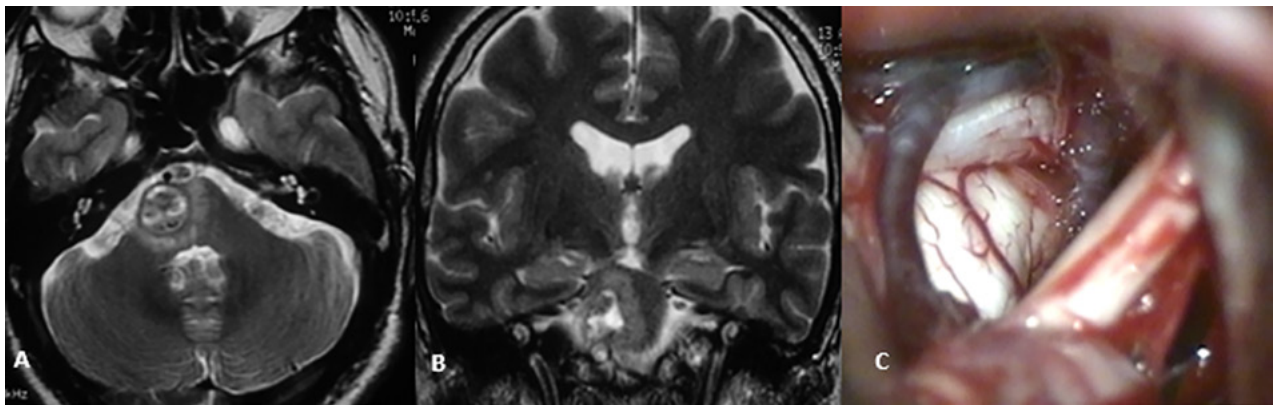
RM ponderación en T2, proyección axial (A) y coronal (B) donde se evidencia cavernoma Zabramski II localizado a nivel del puente, lateralizado hacia la derecha. Imagen intraoperatoria de mismo paciente (C) con evidencia de lesión en contacto con superficie pial del tronco cerebral; abordaje retrosigmoideo.
